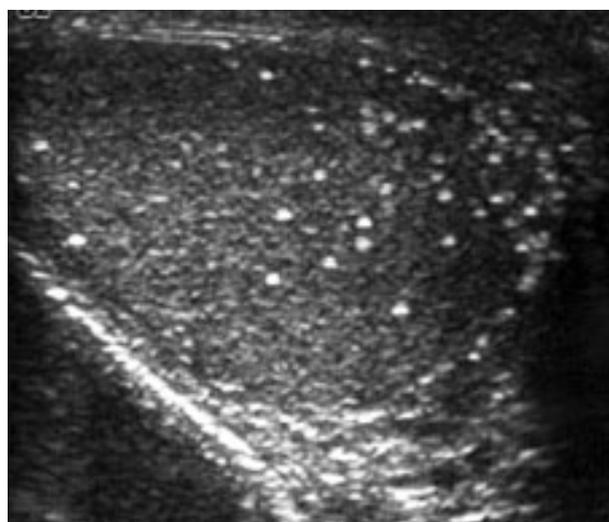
La ecografía muestra múltiples imágenes puntiformes, de aproximadamente 2 mm, sin sombra posterior, en todo el parénquima testicular.
